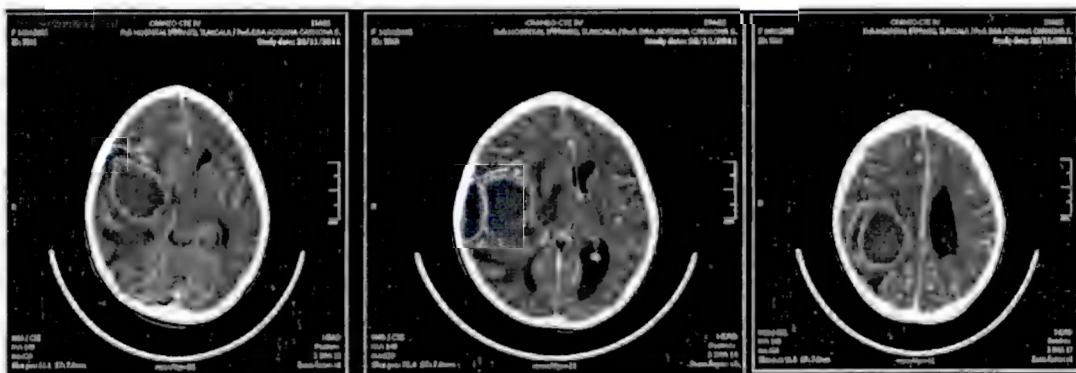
TAC de cráneo en fase contrastada que muestra reforzamiento de la pared.
